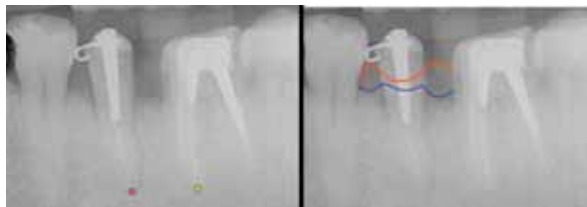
Rx periapicales una vez lograda la extrusión del resto radicular del 35. Obsérvese la localización del ápice en relación a los de los dientes vecinos. La línea roja marca el margen gingival y la azul el nivel óseo regularizado.
